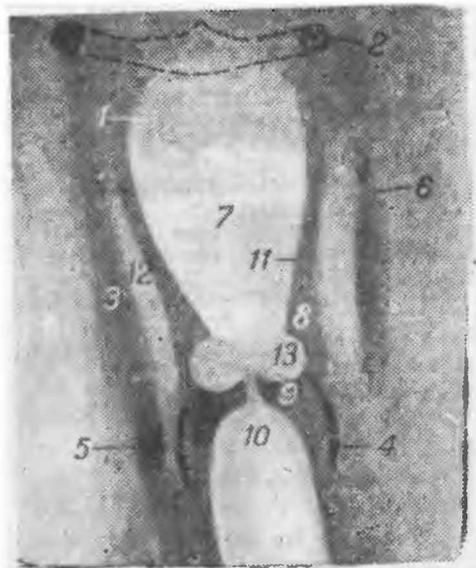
Анатомические структуры гортани на передней томограмме: 1 — надгортанник, 2 — подъязычная кость, 3 — щитовидный хрящ, 4 — перстневидный хрящ, 5 — нижний рог щитовидного хряща, 6 — верхний рог щитовидного хряща, 7 — вход в гортань, 8 — желудочковая связка, 9 — голосовая связка, 10 — подвязочное пространство, 11 — черпало-надгортанная связка, 12 — грушевидный карман, 13 — желудочек гортани (по Тихонову и Рабинович, 1975)
